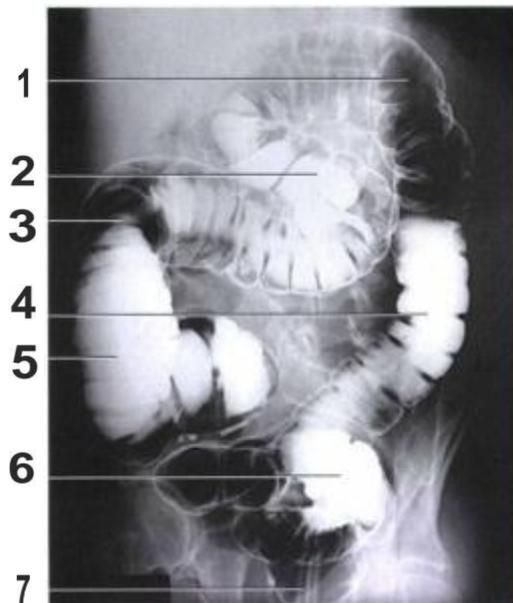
Radiograf LPO (Long, Bruce W. 2016)
